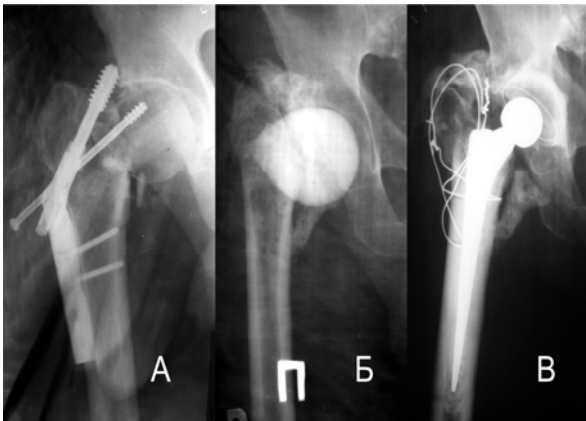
Рентгенограми правого кульшового суглоба хворого Т.: А – міграція фіксатора DHS, Б – після установки цементного спейсера з антибіотиком; В – після цементного ендопротезування з фіксацією великого вертлюга
